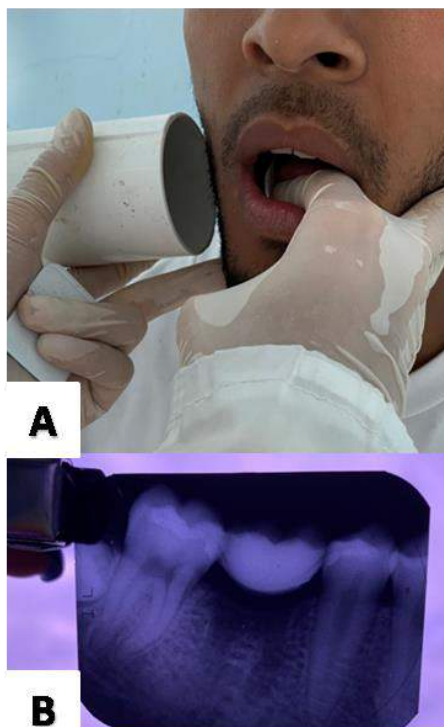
Control radiográfico post-protésico. A, toma de radiografía periapical cuadrante IV. B, radiografía periapical de control
